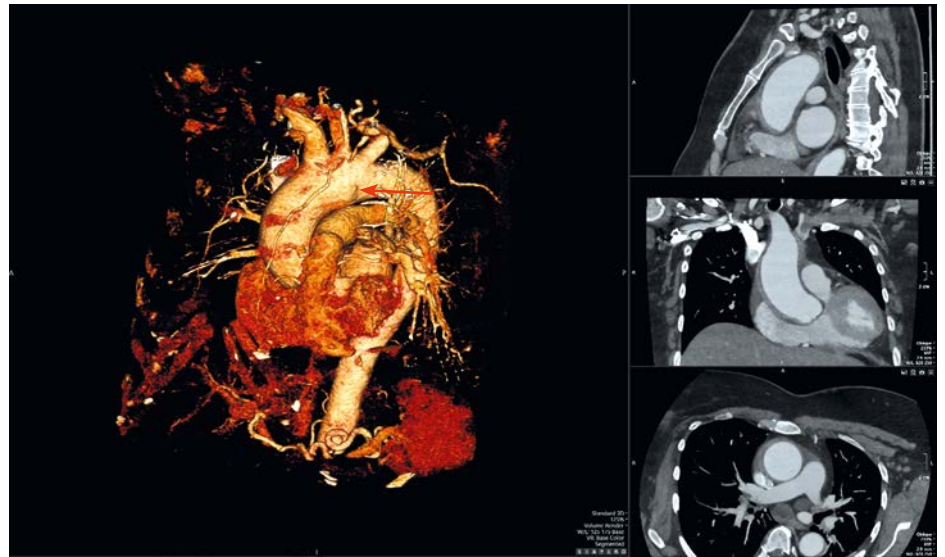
2D CT angiografické vyšetření u pacienta s intramurálním hematodem ascendentní aorty a ulcer like projection v úrovni ventrolaterální strany oblouku aorty, označuje šipka
